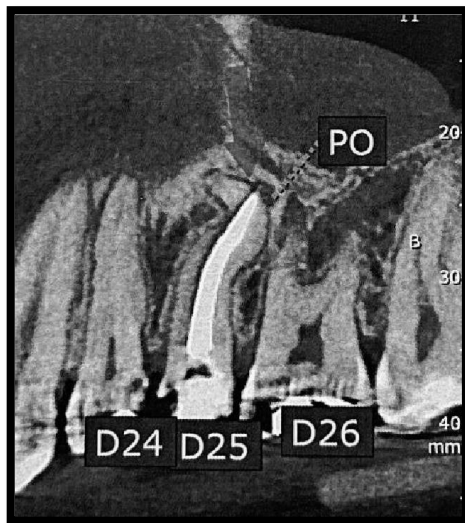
Tomografia computadorizada de feixe cônico do elemento dental 25.
